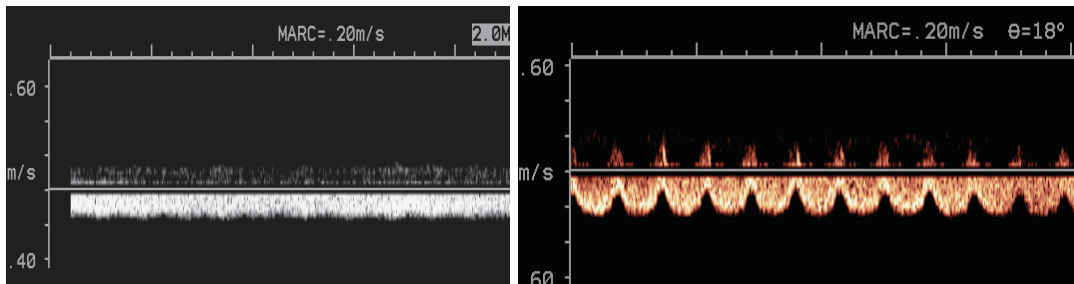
Doppler de la vena umbilical OVF (a) normal y (b) con presencia de pulsaciones.
